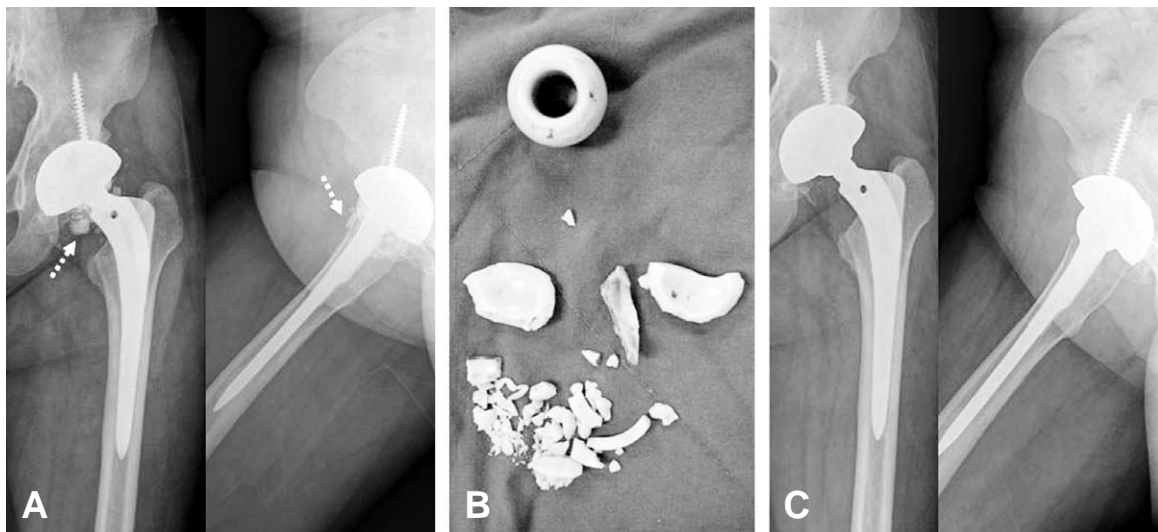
(A) Radiographs show broken liner around femoral head (dotted arrow). (B) Photograph showing a fractured ceramic liner. Liner was broken in multiple pieces. (C) Radiographs after liner change.
